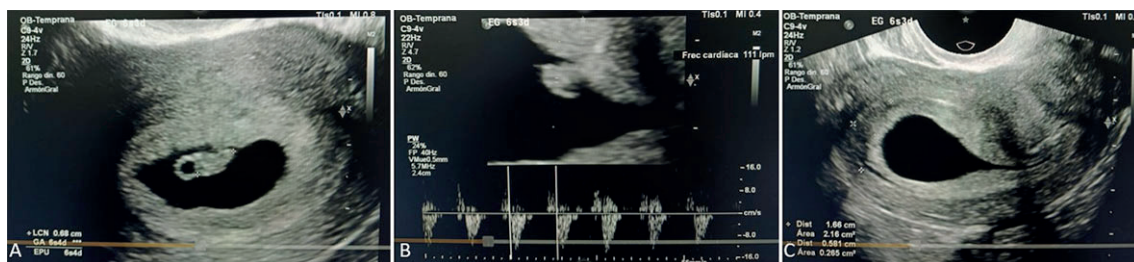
Ecografía transvaginal de la paciente. A. Saco gestacional intrauterino de 6.4 semanas, con embrión visible y medición de longitud cráneo-caudal de 0.68 cm. B. Registro de frecuencia cardíaca embrionaria de 111 latidos por minuto, que confirma viabilidad inicial. C. Saco gestacional con área hipoeoica adyacente compatible con hematoma subcoriónico.
